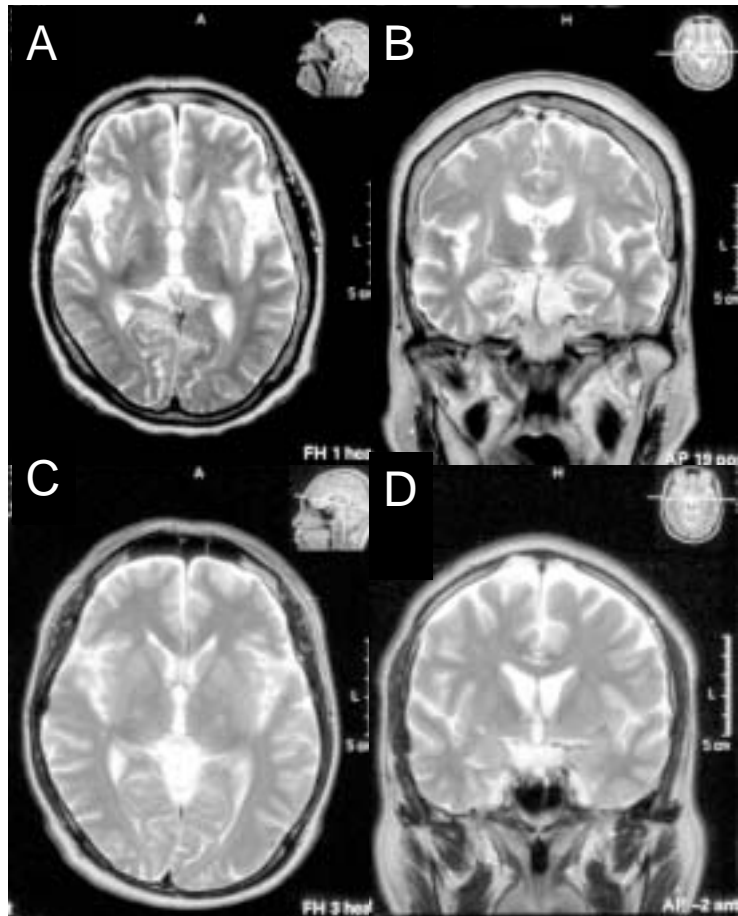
SND患者の脳MRI (A, B). 対照 (C, D) と比べると、被殻が萎縮し、その外側に線状の高信号病変があることがわかる。いずれも T2 強調画像。
